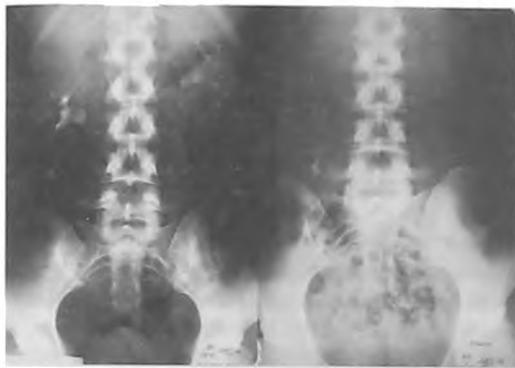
Рентгенологическая картина нефроптоза справа с патологической подвижностью почки
